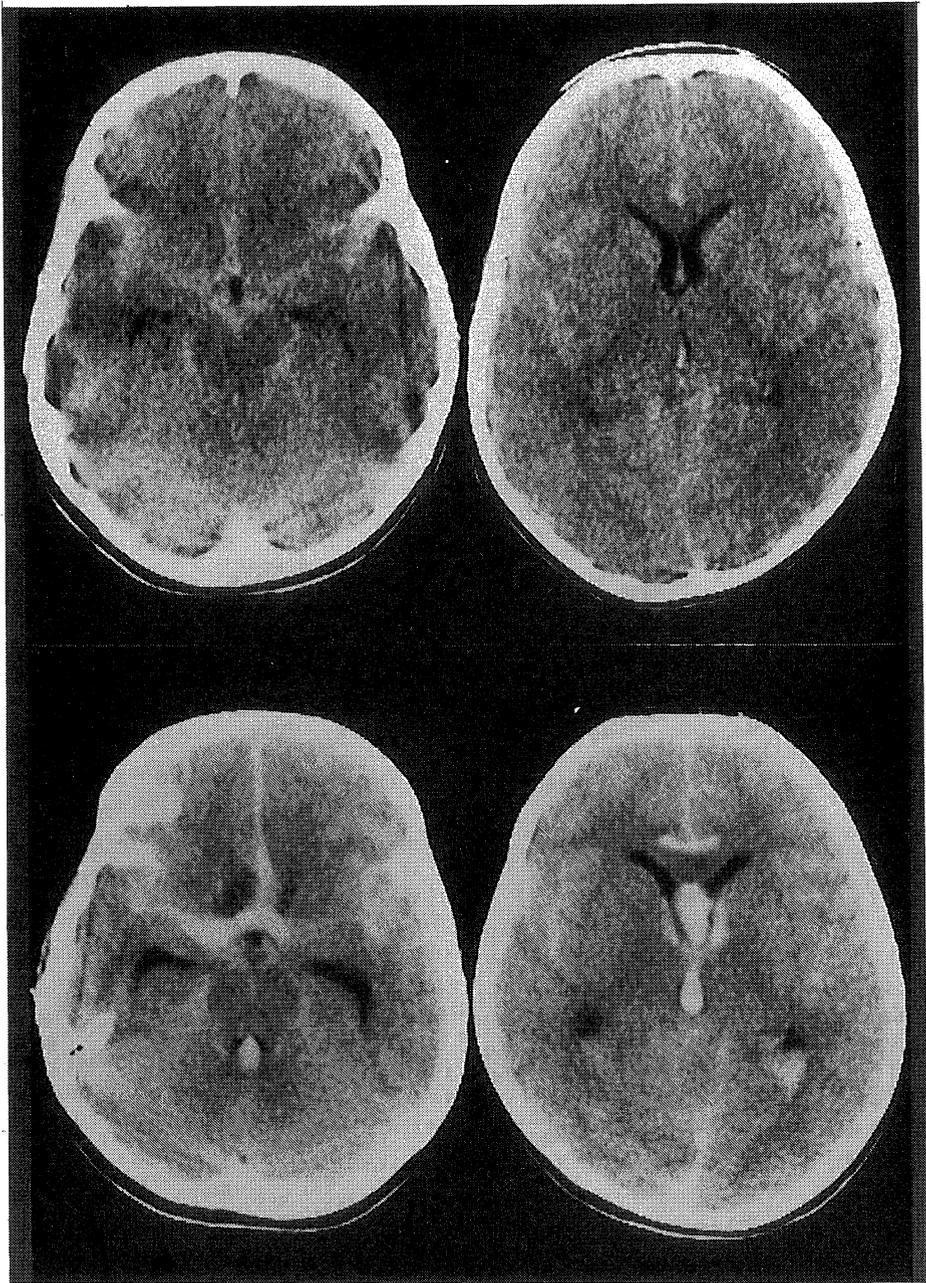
An initial CT scan(upper)showing diffuse SAH and after cerebral angiography (lower)showing diffuse SAH with IVH due to re-ruptured aneurysm.
